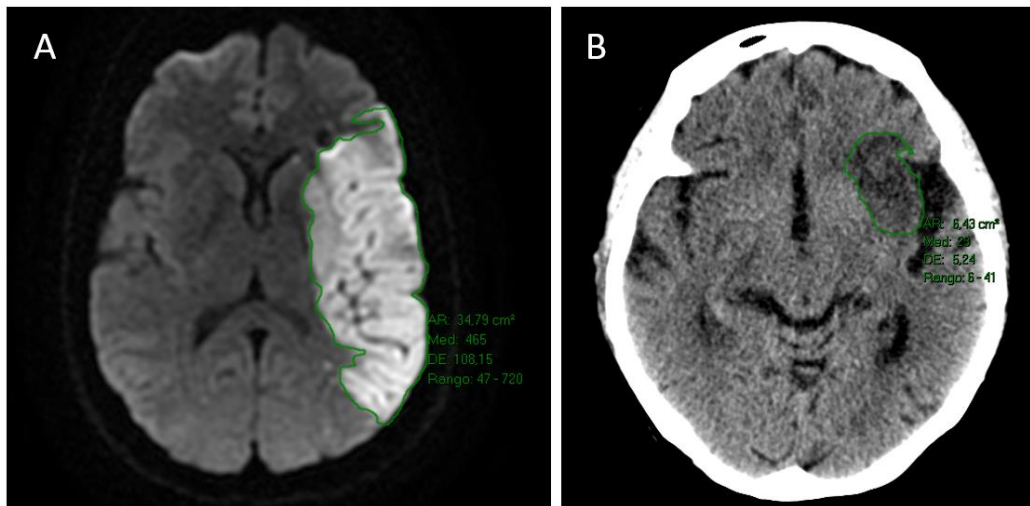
Ejemplo del cálculo del volumen de infarto cerebral. Se realiza una medición del área de infarto en cada corte, y posteriormente se multiplica por el grosor. En la figura A se muestra una imagen representativa de un infarto medido en una RM craneal (secuencia DWI), y en la figura B un ictus medido en un TC craneal.
